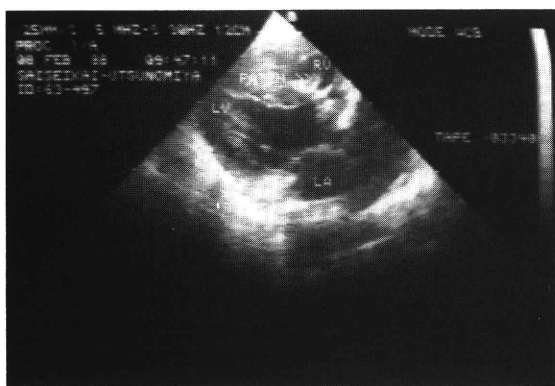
第1回目手術後の長軸心断層エコー図。パッチの肥厚と輝度の増強を認めた。
